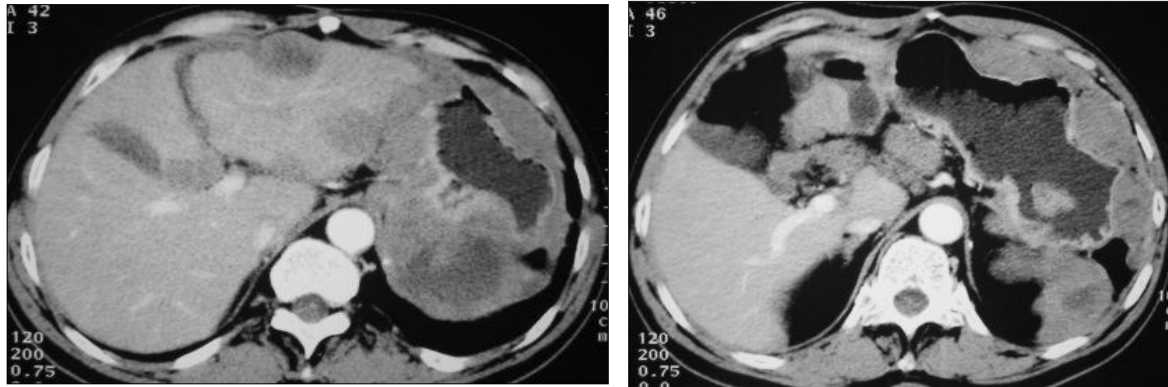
TDM du juin 2004 : récidence tumorale avec multiple nodules.
